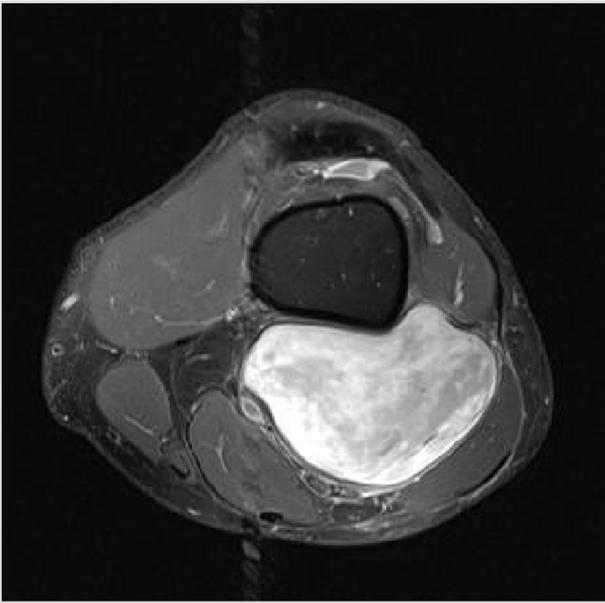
IRM initiale séquence dp+T2 tse (type particulier de séquence IRM) (coupe transversale).
